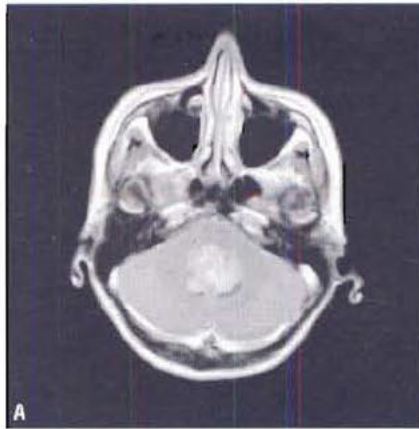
Épendymome – IRM T1 après injection de gadolinium en coupe axiale (A) et sagittale (B). La tumeur s'est développée dans le quatrième ventricule et s'est étendue à travers le foramen de Magendie dans l'espace sous-arachnoïdien péri-médullaire postérieur.
